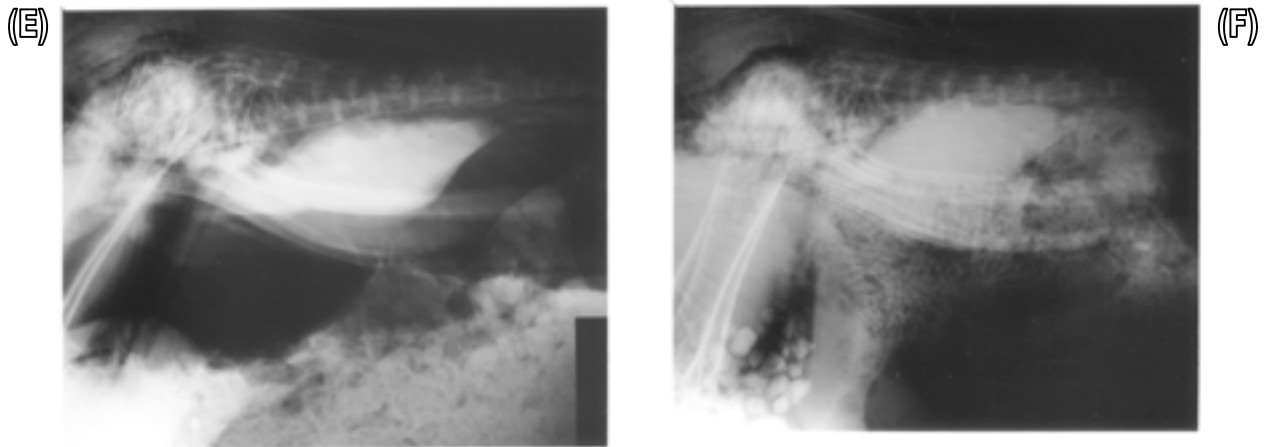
(Fortsetzung): (E) D3 Röntgenbild und (F) D3 Röntgenbild in rechter Seitenlage mit leicht reduziertem kV. Beachte die kollabierten bodennahen Luftsäcke in (F) und die mehr homogene Verteilung der Eingeweide.
